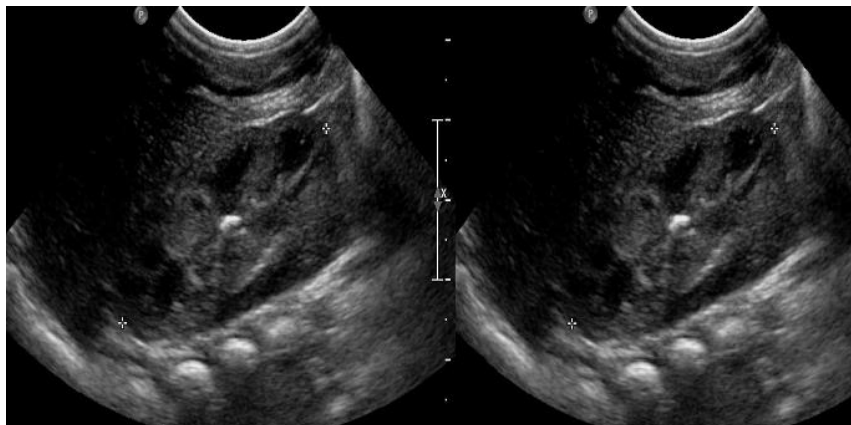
Kidney sonography on 50th hospital day. Bright echoic lesions at both kidney calyx suggesting renal fungus ball.
